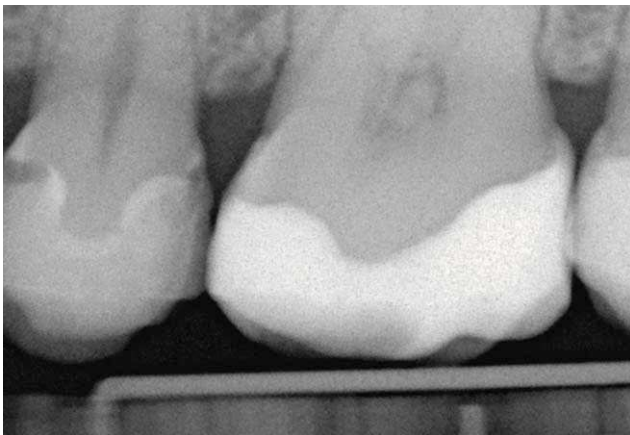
Radiografía de aleta de mordida realizada durante una revisión a los seis meses de haber realizado la restauración. Llama la atención el déficit de tejido dentario en las cajas proximales del premolar 15 adyacente al diente 16 tratado con anterioridad.
